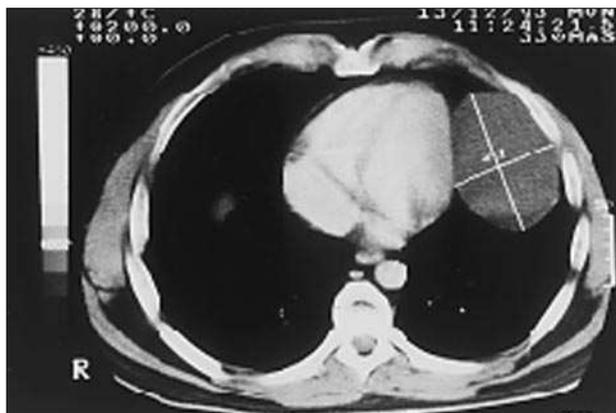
TAC torácica en la que se observaba una tumoración paracardíaca izquierda correspondiente al paciente de la figura 7 (quiste pericárdico).
